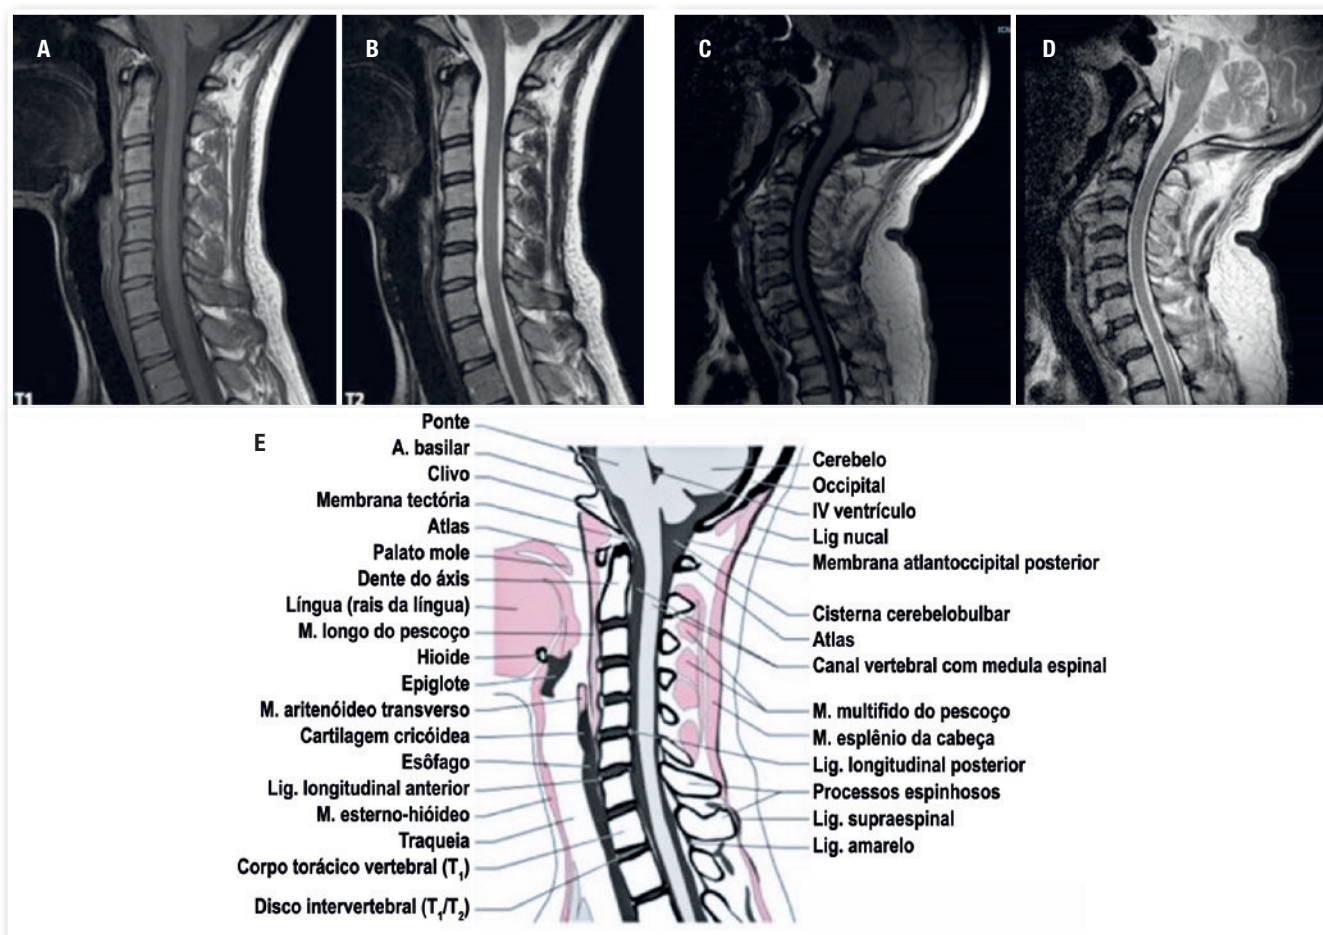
A) Imagem de ressonância magnética ponderada em T1. B) Imagem de ressonância magnética ponderada em T2 em corte sagital da coluna cervical pré-operatório. Observa-se osteofitose marginal em corpos vertebrais de C2 a C5 em contato importante com esôfago e traqueia. C) Imagem de ressonância magnética ponderada em T1 de paciente sadio, para comparação. D) Imagem de ressonância magnética ponderada em T2 de paciente sadio, para comparação. E) Imagem ilustrativa da anatomia radiológica observada na ressonância magnética em corte sagital.
